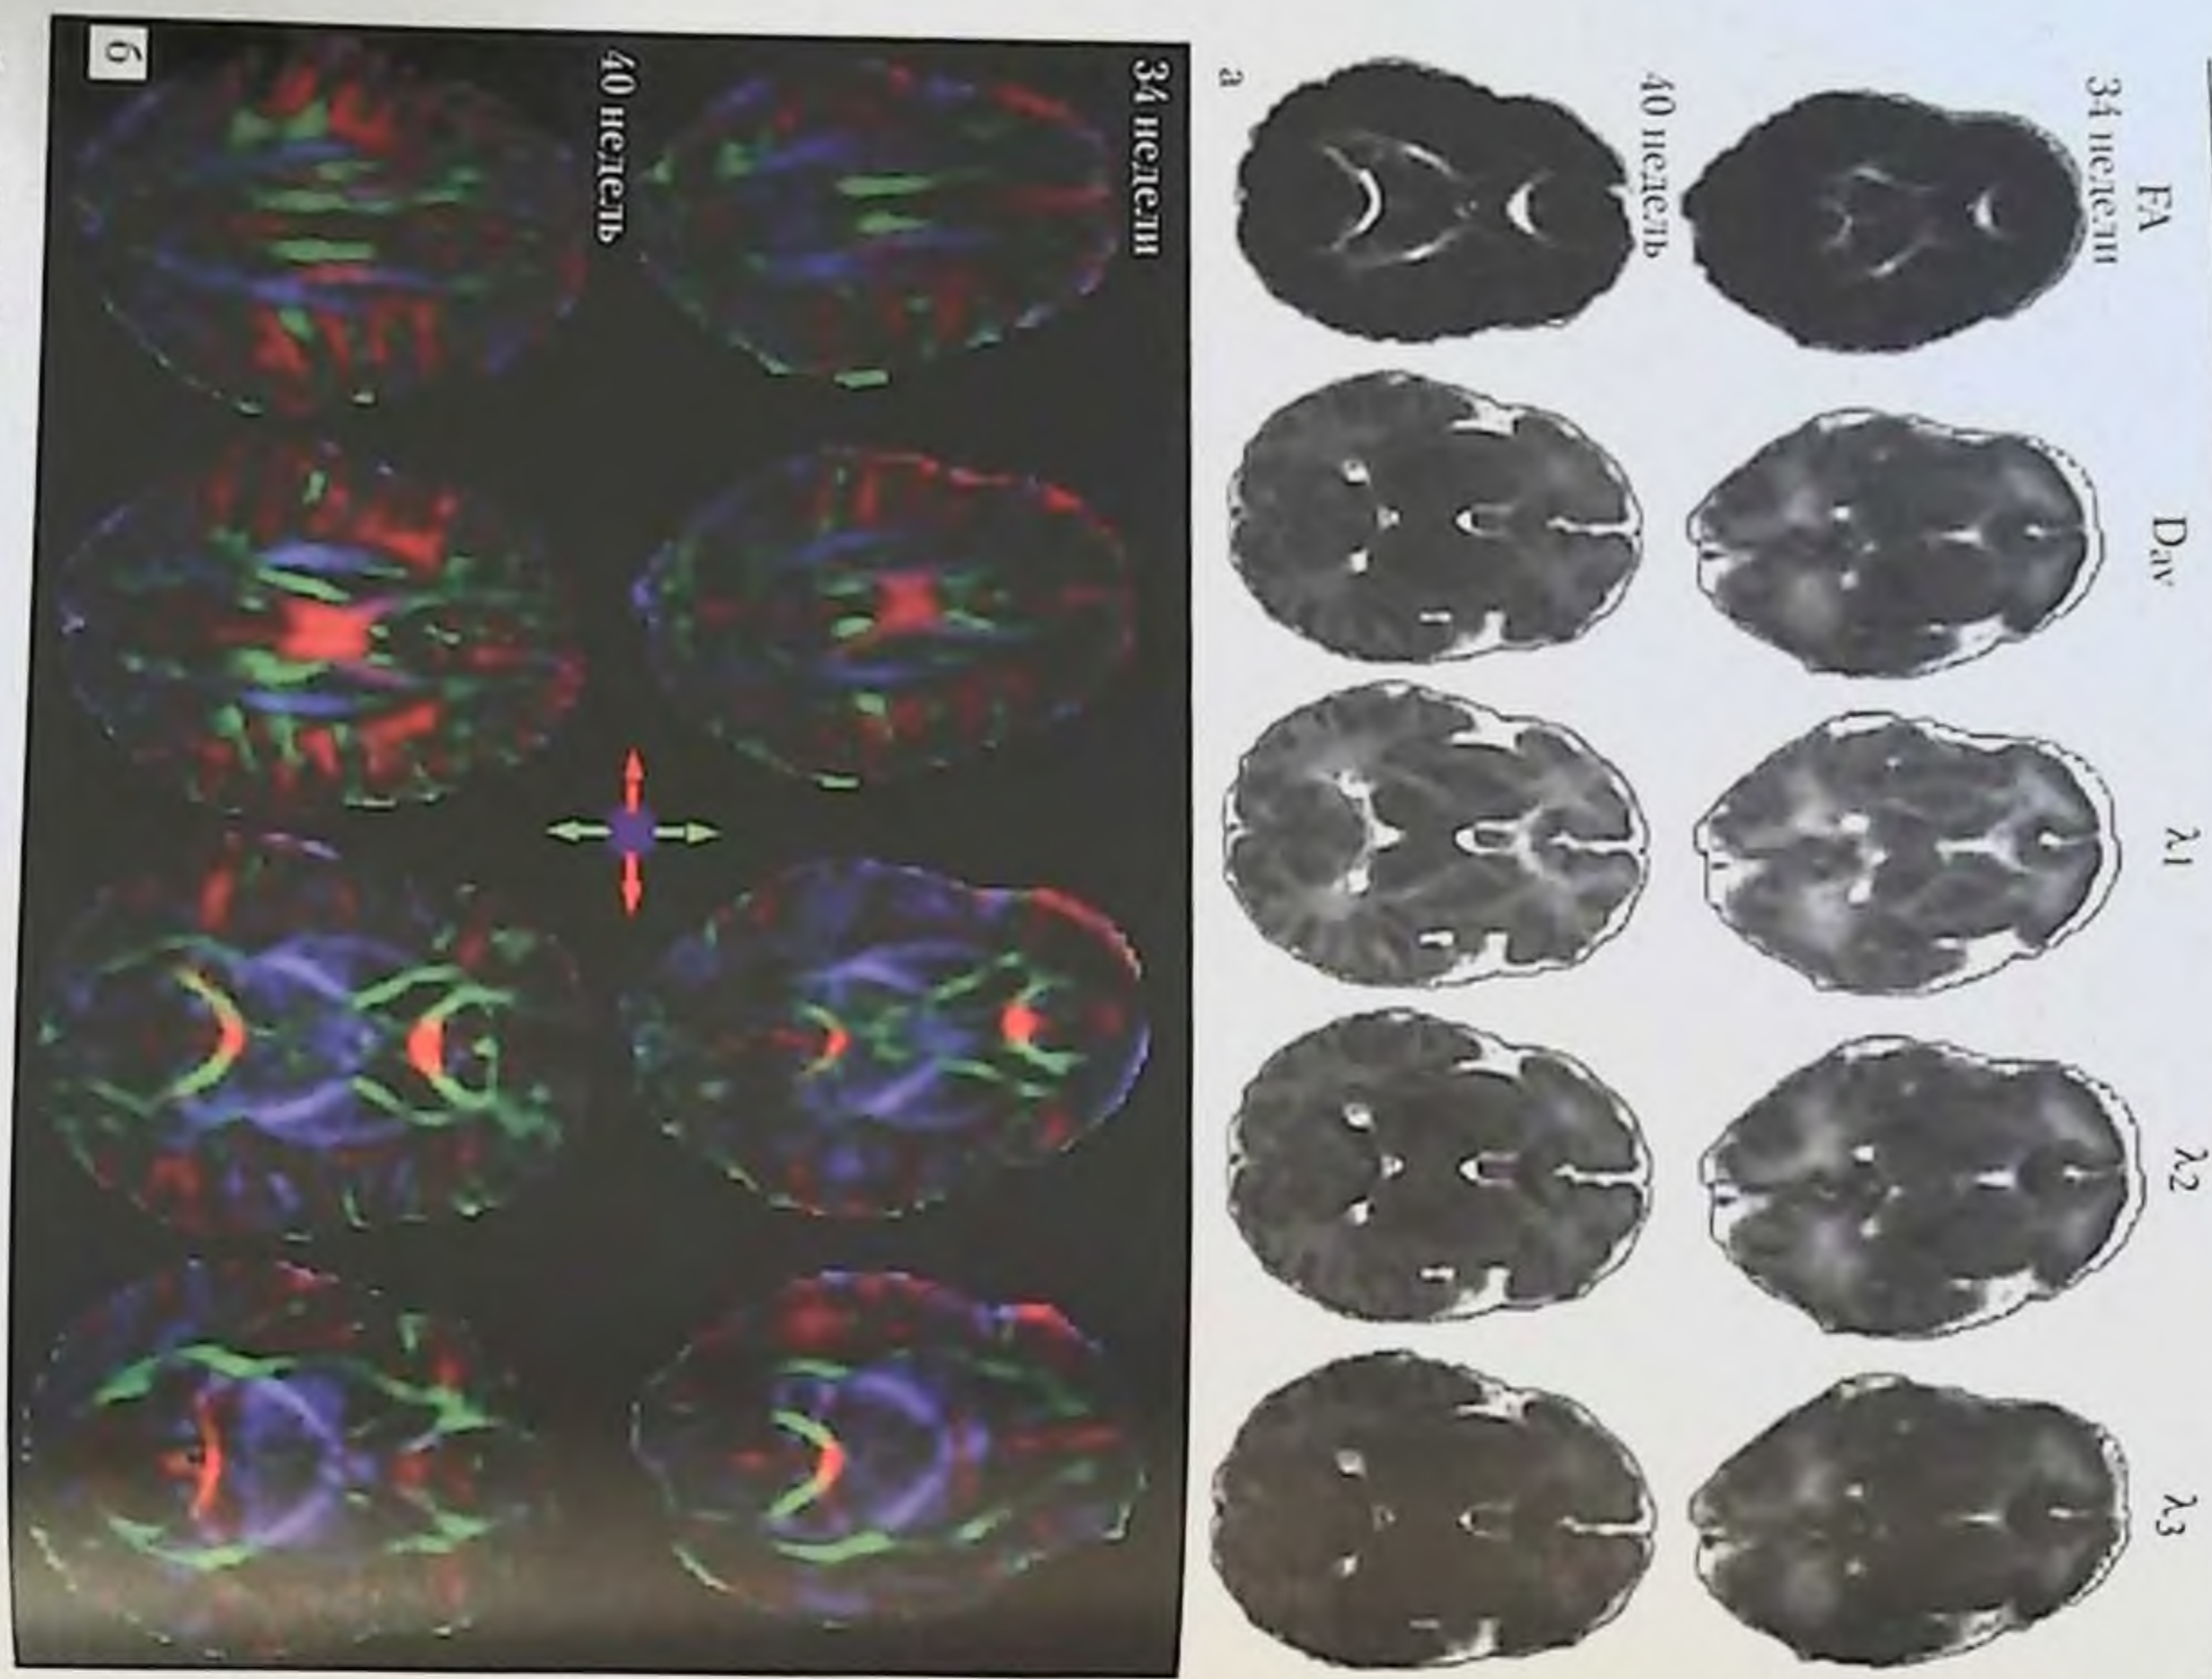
МРТ головного мозга доношенного новорожденного (срок гестации 33 нед), ак, ДТИ на сроке 34 и 40 нед на 4 уровнях: перивентрикулярный регион, уровень базальных ядер: а – частичная анизотропия (FA), среднее значение коэффициента диффузии (Dav),  $\lambda_1$ ,  $\lambda_2$ , and  $\lambda_3$ ; б – цветовое картирование (Patridge S. C. et al., 2004).
